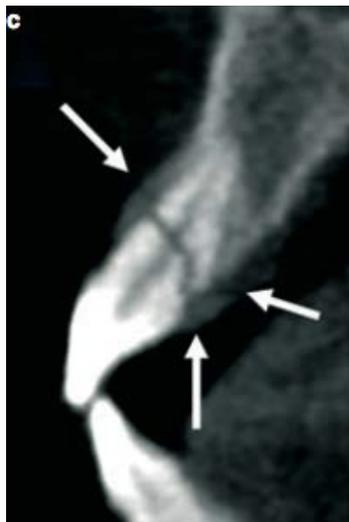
image issu du Cone Beam réalisé sur la 21.(45)
